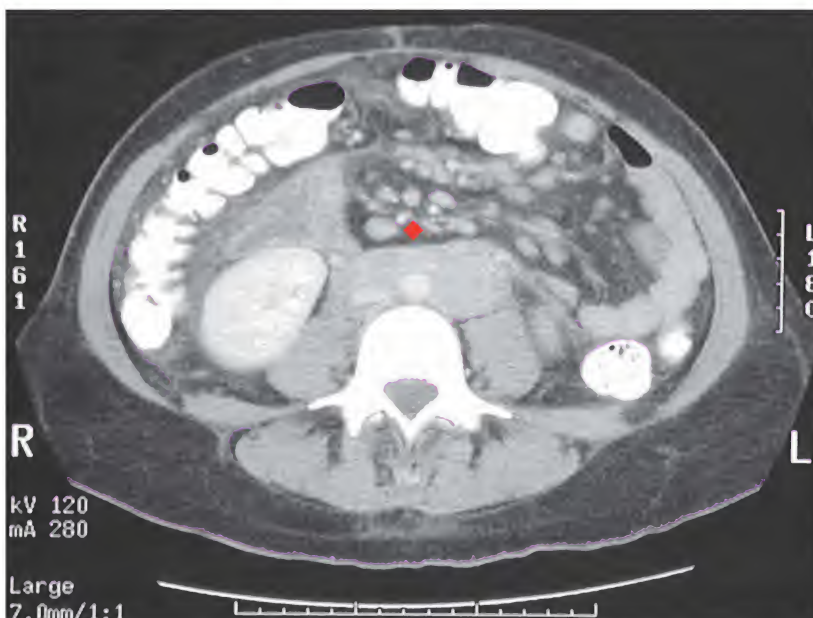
Linfadenopatía, tomografía computarizada
